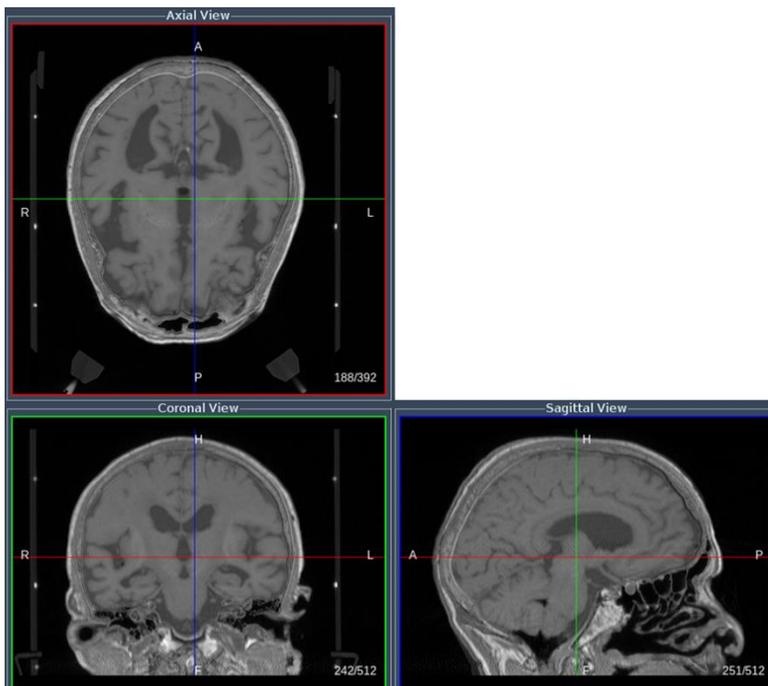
Logiciel de ciblage de Supersonic Imagine : les images IRM et Scanner CT fusionnées permettent de visualiser l'os et le cerveau en niveaux de gris. La position du VIM déterminée par IRM est à l'intersection des lignes de couleur.
